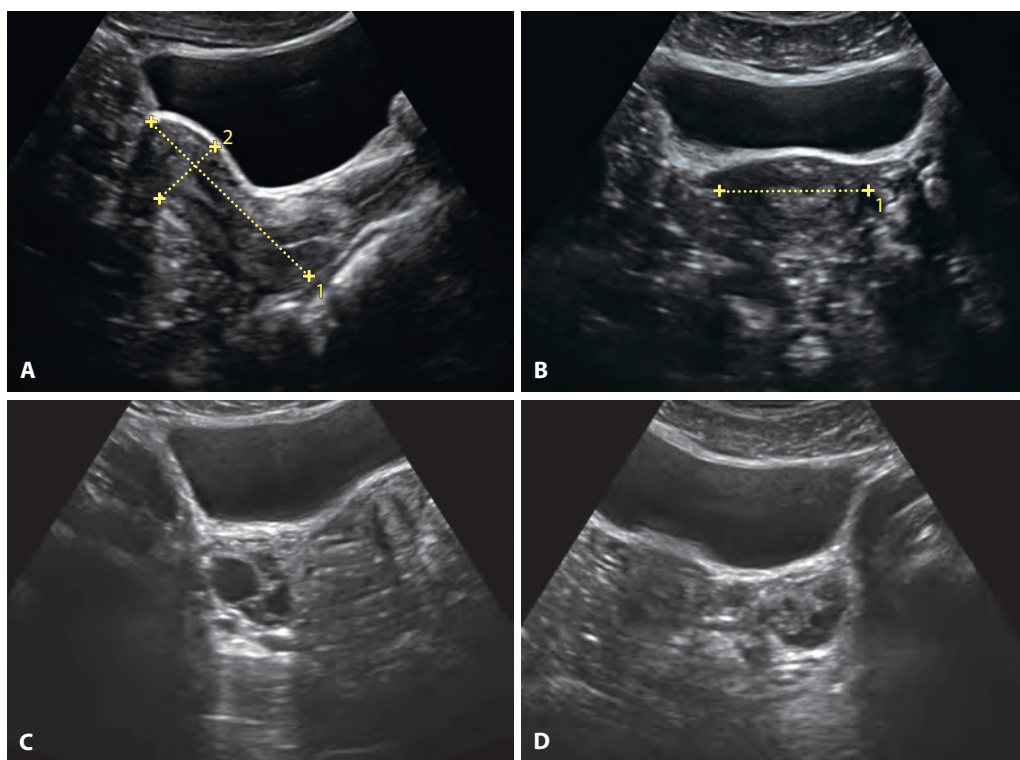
1 Трансабдоминальное УЗИ. Изображения матки в продольной (А) и поперечной (В) плоскости при трансабдоминальном УЗИ с наполненным мочевым пузырем. Курсорами обозначены размеры матки. С и D. Нормальные яичники при трансабдоминальном доступе.
